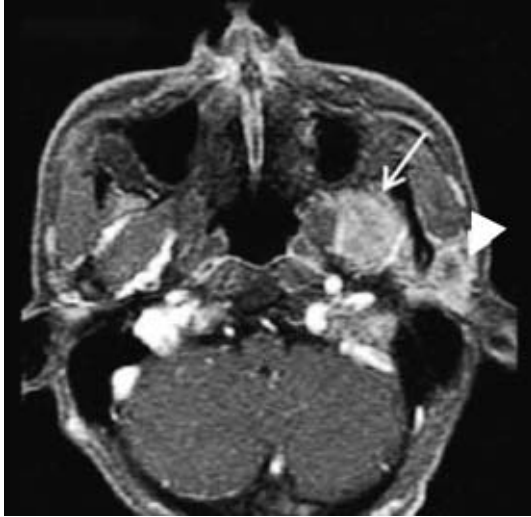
Cervical MRI shows a mass that is ringed-shaped enhanced in the lateral pterygoid muscle (arrow) with invasion to parotid gland (arrowhead).
